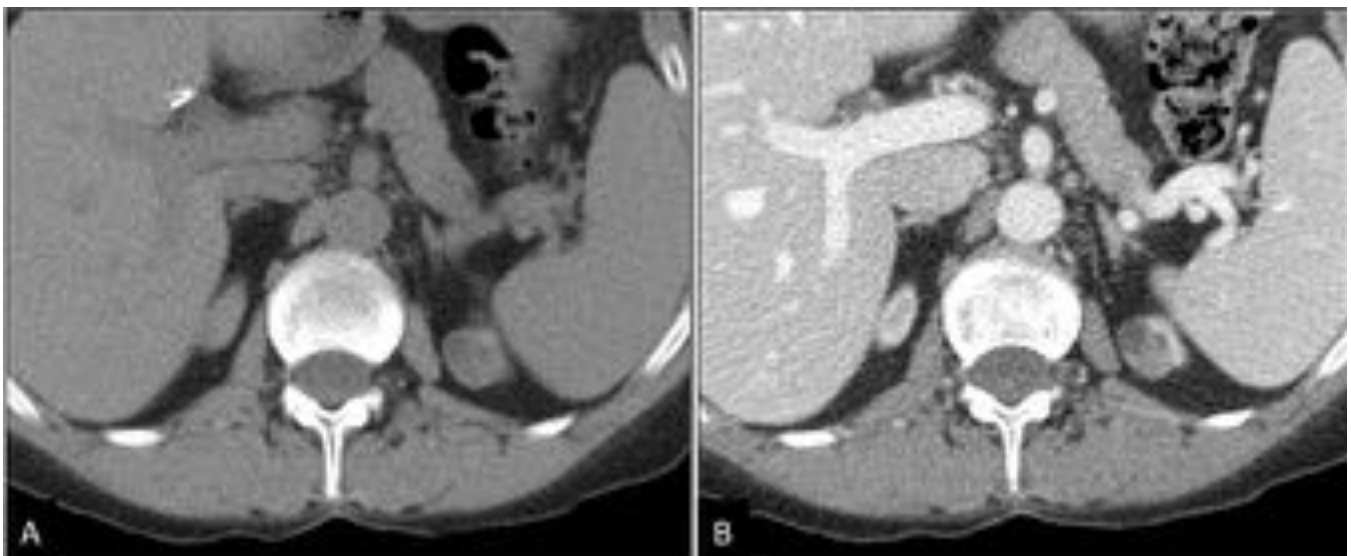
Neoplasia en el polo superior del riñón nativo izquierdo. TC de abdomen y pelvis sin contraste
